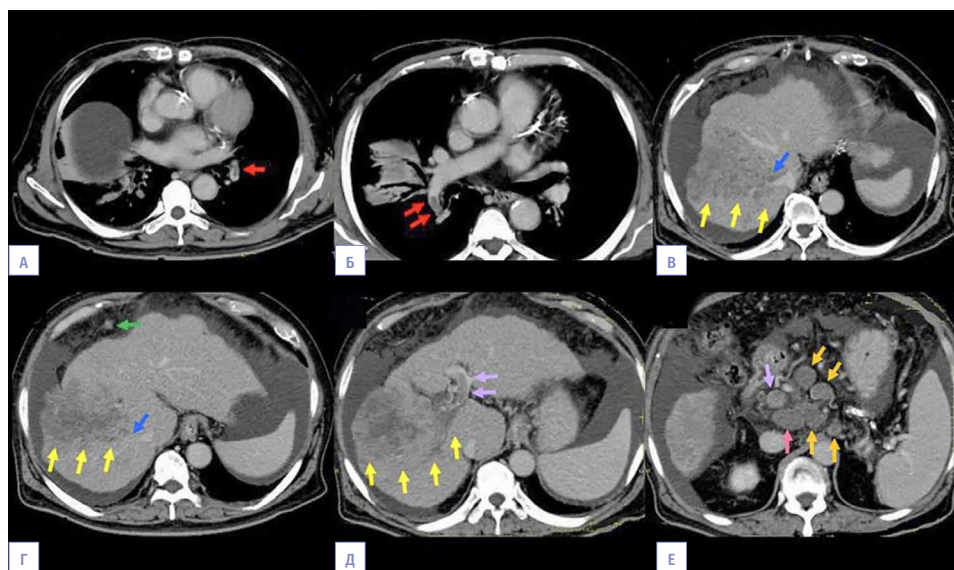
Компьютерная томография органов грудной клетки и брюшной полости на 67-е сутки. А, Б – визуализируются вновь возникшие тромботические массы в легочной артерии (красные стрелки); В, Г – дальнейшее увеличение первичного опухолевого узла (желтые стрелки). Прогрессия опухолевого тромбоза с распространением на правую и среднюю печеночные вены (синие стрелки). Вновь выявленный очаг внутрибрюшной диссеминации (зеленая стрелка). Д, Е – увеличение метастатических лимфатических узлов (розовые и оранжевые стрелки). Распространение опухолевого тромбоза на ствол и левую ветвь воротной вены (фиолетовые стрелки). Определяется появление массивного асцита. А-Е – компьютерная томография с контрастным усилением.
